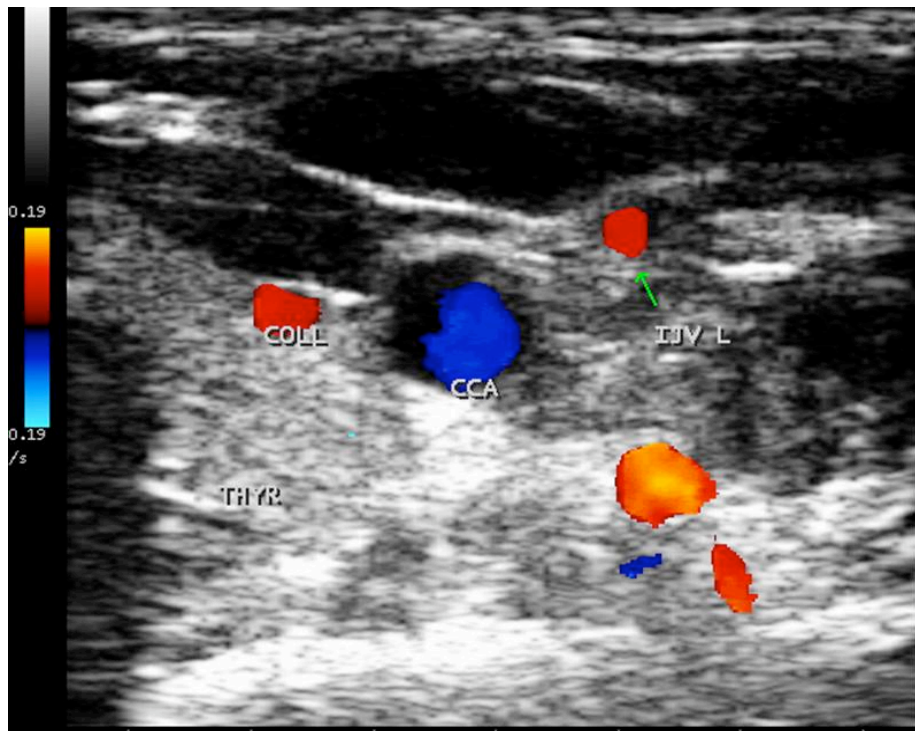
Immagine ecografica con attivazione del modulo colore CFM, dove si individua sempre il lobo tiroideo (THYR), l'arteria carotide comune CCA con direzione segnata dal colore blu, e vena giugulare interna(IJV) con direzione fisiologicamente opposta colore rosso segnata dalla freccia.
